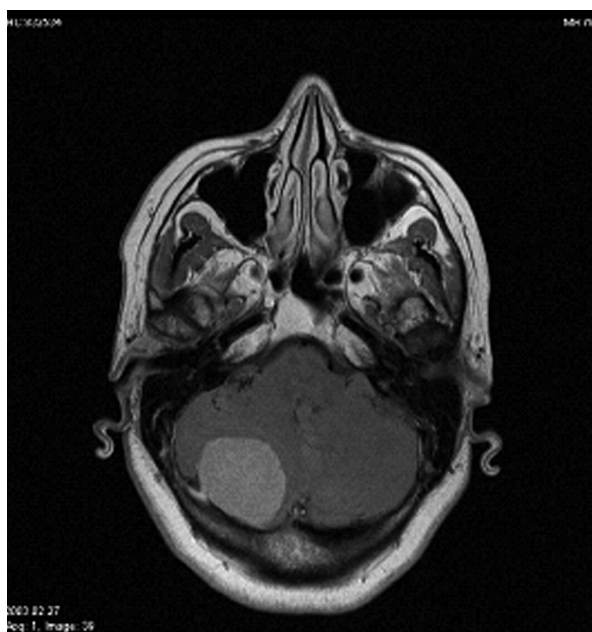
Caso 2: RMN de cerebro, corte axial, se observa un tumor en el hemisferio cerebeloso derecho que realza con contraste de 4 x 3 cms. compatible con meningioma.
